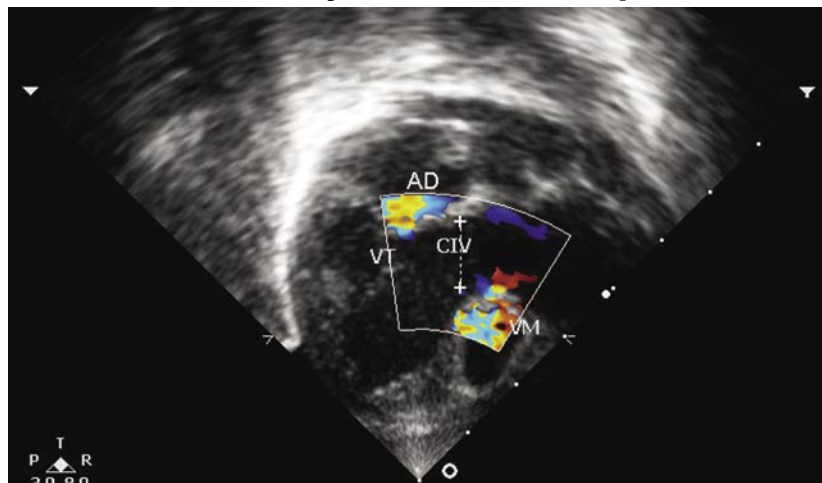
Ecocardiograma transtorácico pediátrico, corte subcostal, demonstrando comunicação internemricular grande, ventrículo direito superior e valva mitral
